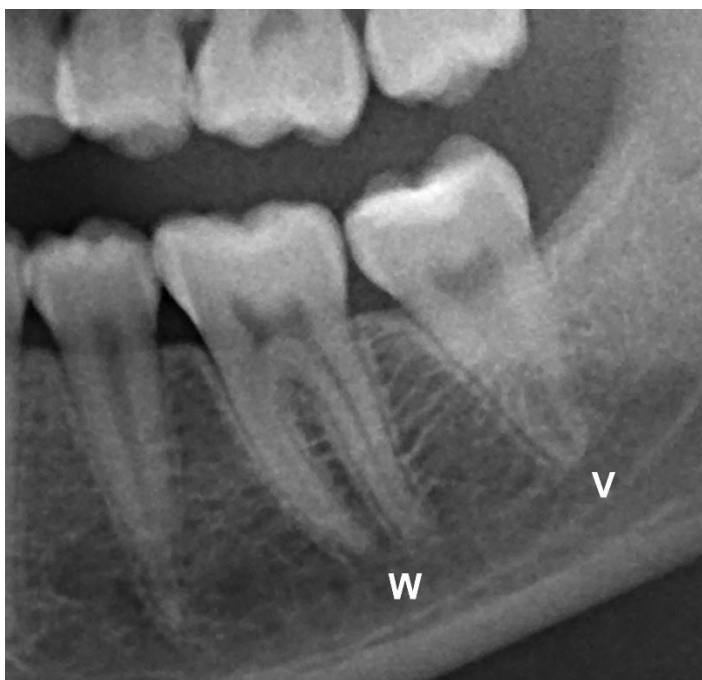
Radiografia panorâmica parcial mostrando raízes fusionadas do segundo molar inferior esquerdo.
